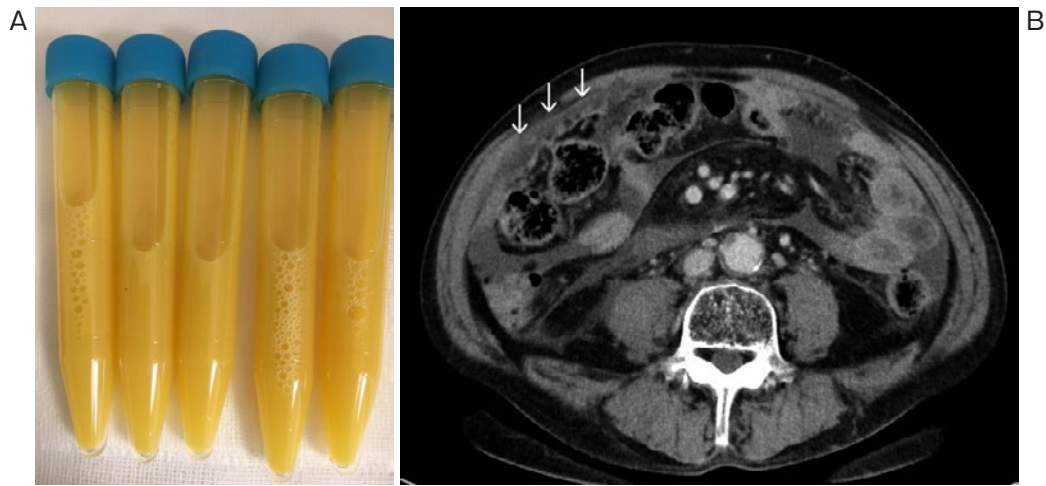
(A) 乳び腹水の写真. 乳黄色の胸水を認めた. (B) 乳び腹水診断時の造影CT. 腹膜に小結節影と脂肪織混濁を認める (矢印).
